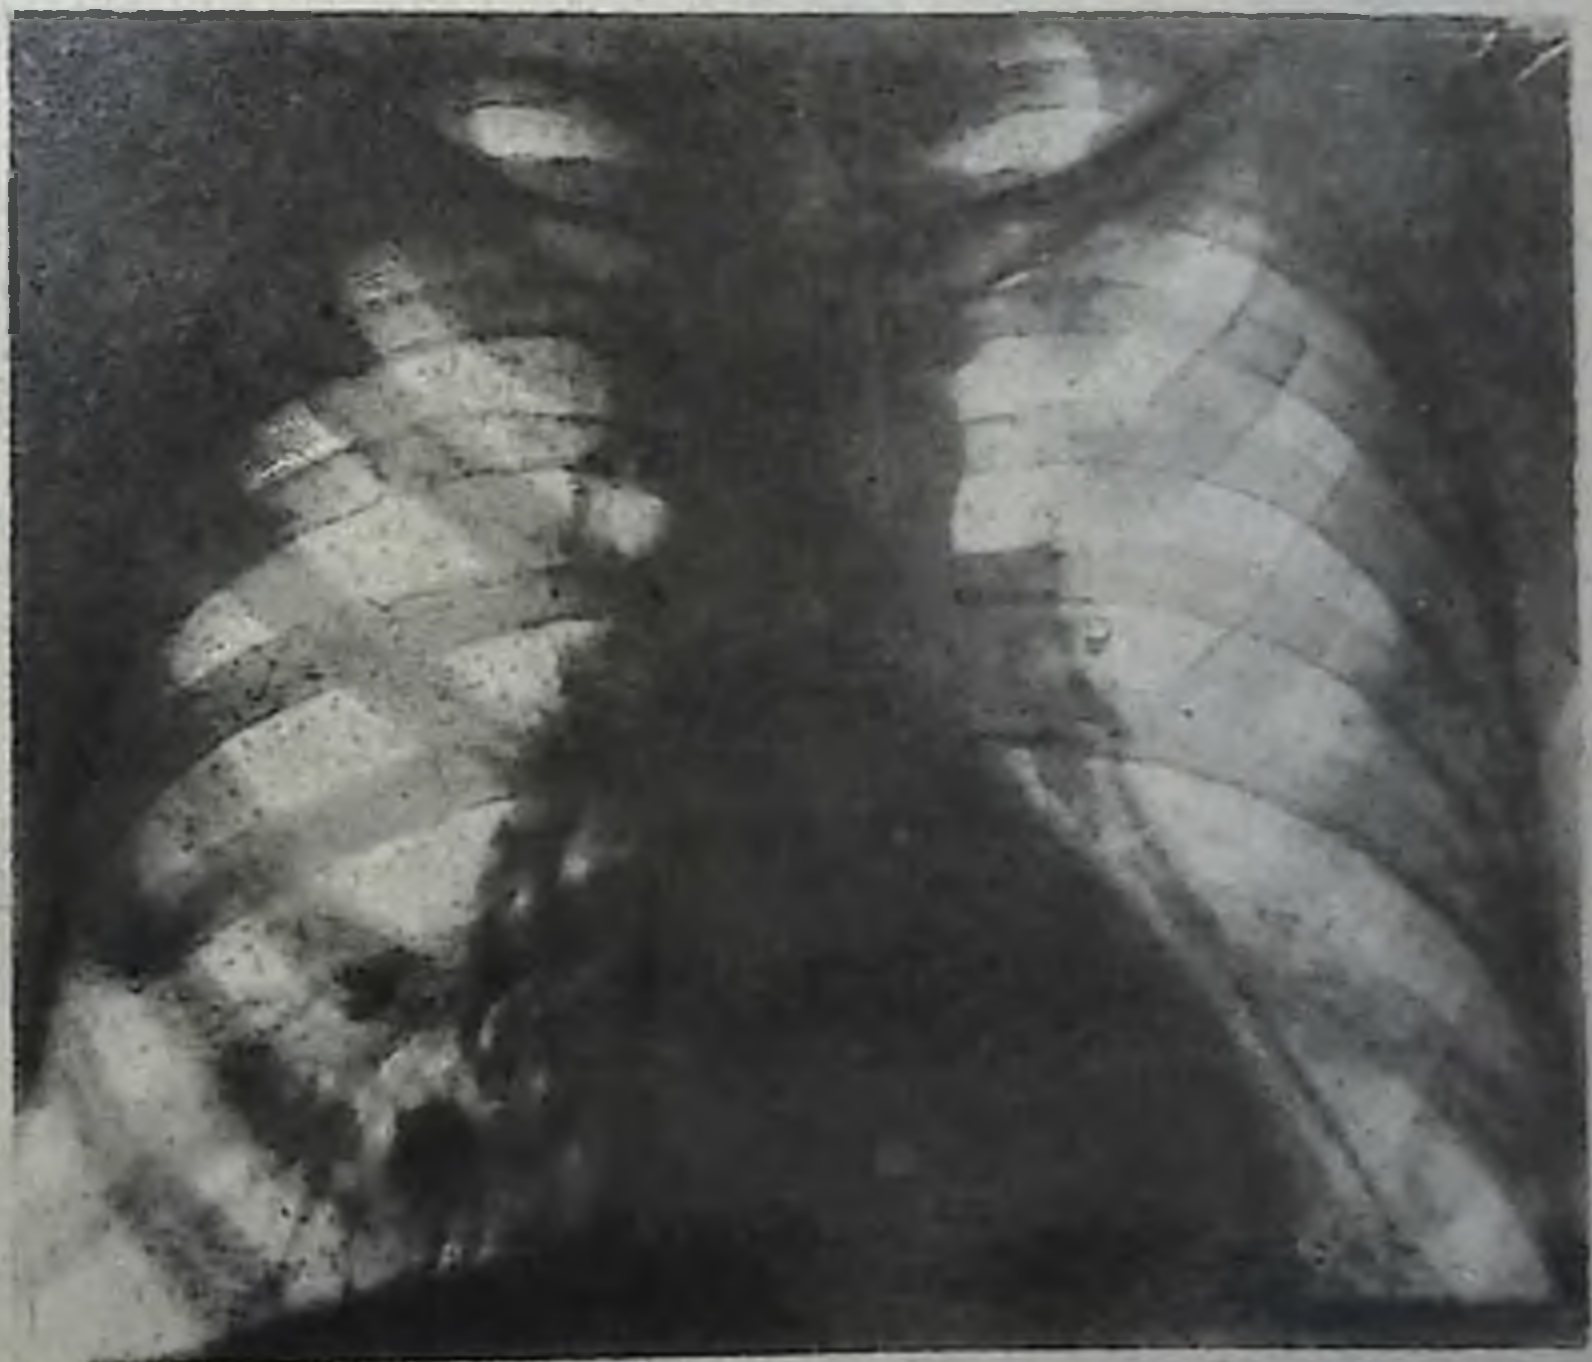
Рентгенограмма грудной клетки в прямой проекции. Силикоз
